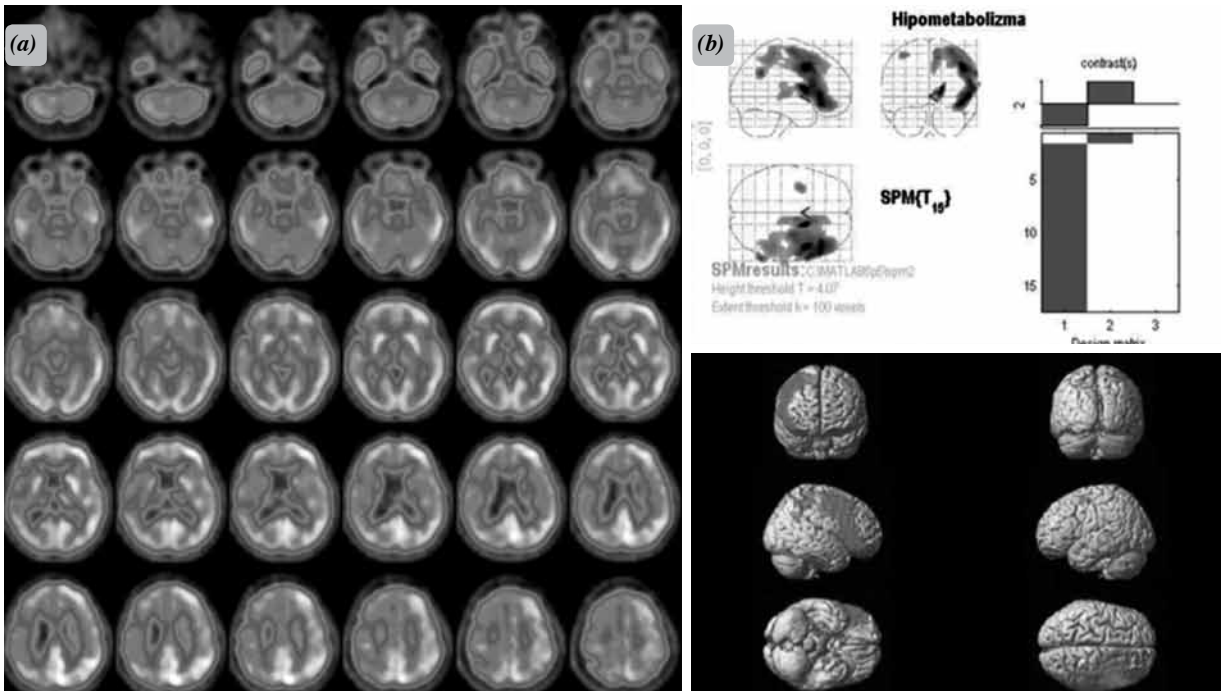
Multi-sistem atrofi tanılı iki farklı hastanın beyin florodeoksiglukoz pozitron emisyon tomografisi görüntüleri. Dizartri, disfaji, oftalmoparezi, inkontinans belirti ve bulguları olan, (a) klinik olarak bazal ganglionları iki taraflı etkilenmiş hastada aksiyel kesit görüntülerinde ve (b) istatistiksel parametrik haritalama analizinde sağ frontal, temporal ve iki taraflı bazal gangliada hipometabolizma bulguları izlenmektedir. (c) Dizartri, disfaji, ortostatik hipotansiyon, empotans, denge bozukluğu, sık düşme belirti ve bulguları olan diğer hastada ise aksiyel kesit görüntülerinde ve (d) istatistiksel parametrik haritalama analizinde sağ temporal, iki taraflı parietal ve serebellar hipometabolizma bulguları mevcuttur.
